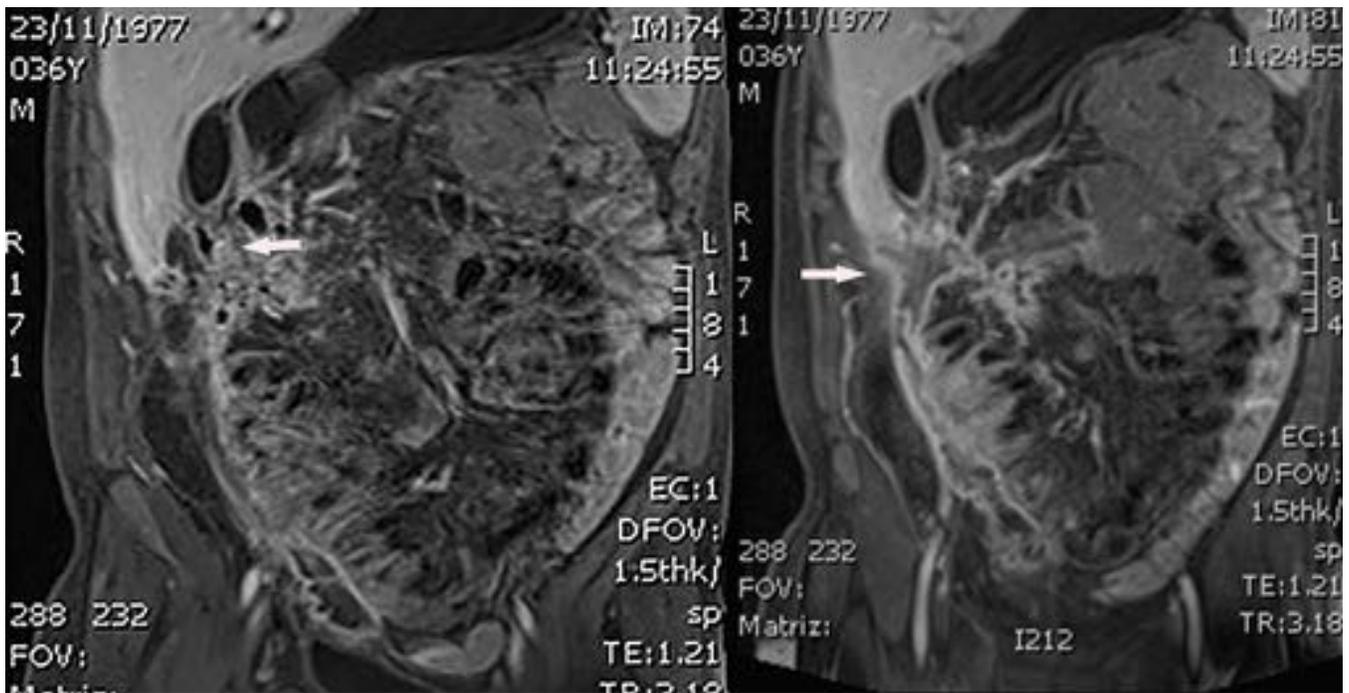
Entero RM de un paciente con Crohn con afectación de ciego e íleon distal con presencia de fistulas en dedo de guante con afectación duodenal (flechas).
